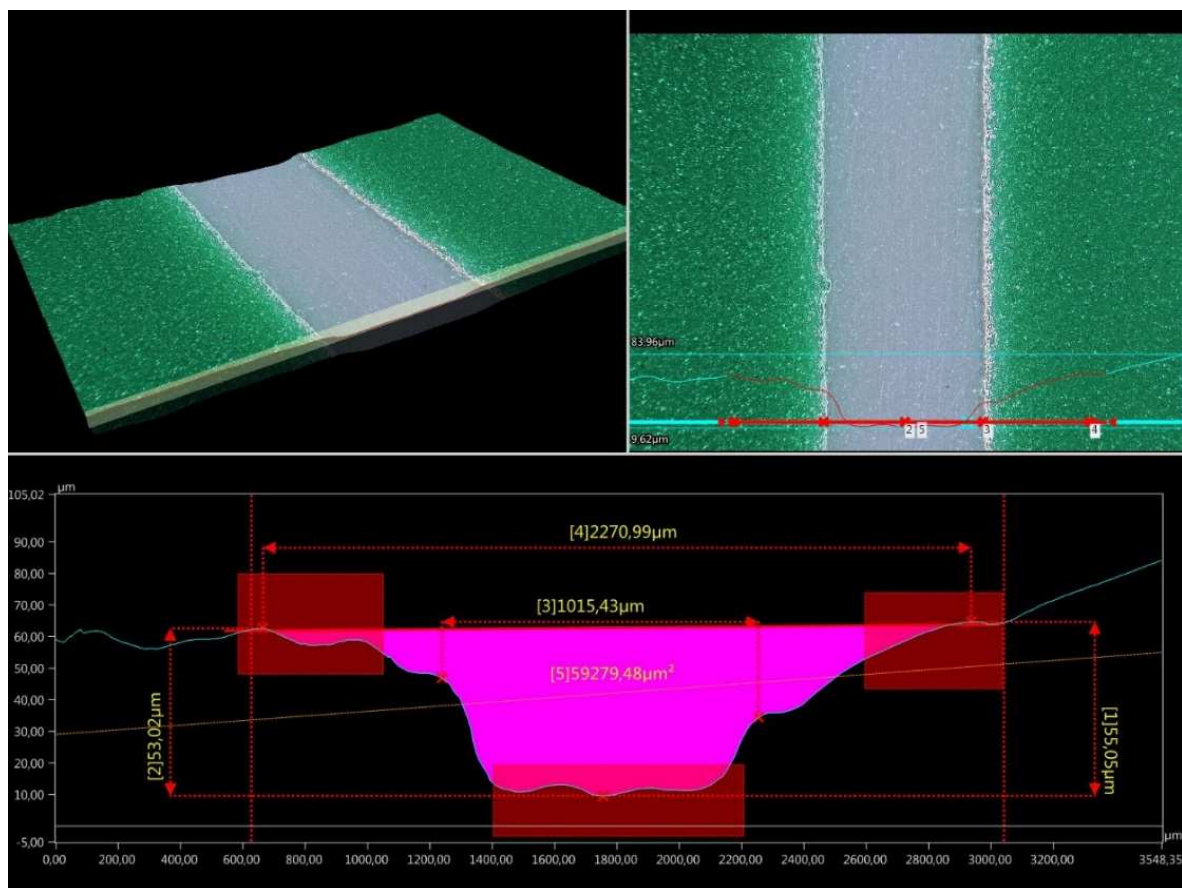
Vermessung der Schichtdicke, der Kanalbreite und der gedachten gedeckelten Fläche eines Kanals, hergestellt auf der PET-Trägerfolie mit 1 mm dickem abgezogenem Klebeband, welches den Kanal, nach Auftragen der Isolierpaste SD 2462 NB der Firma Peters, bildet. Die linke und rechte Kanalhöhe ist mit $53,02 \mu\text{m}$ bzw. $55,05 \mu\text{m}$ in etwa gleich hoch.
